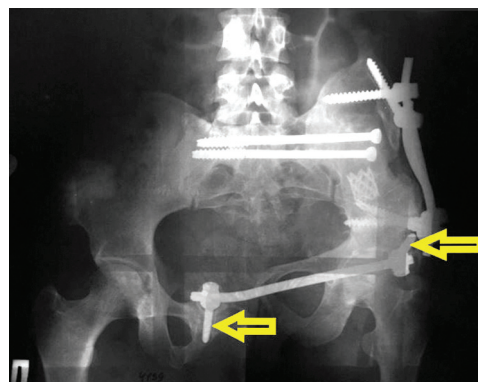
Рентгенограмма таза в прямой проекции от 26.08.2019. Перестройка аутотрансплантата левой подвздошной кости, резорбция костной ткани и мальпозиция винтов, фиксирующих переднее полукольцо таза
